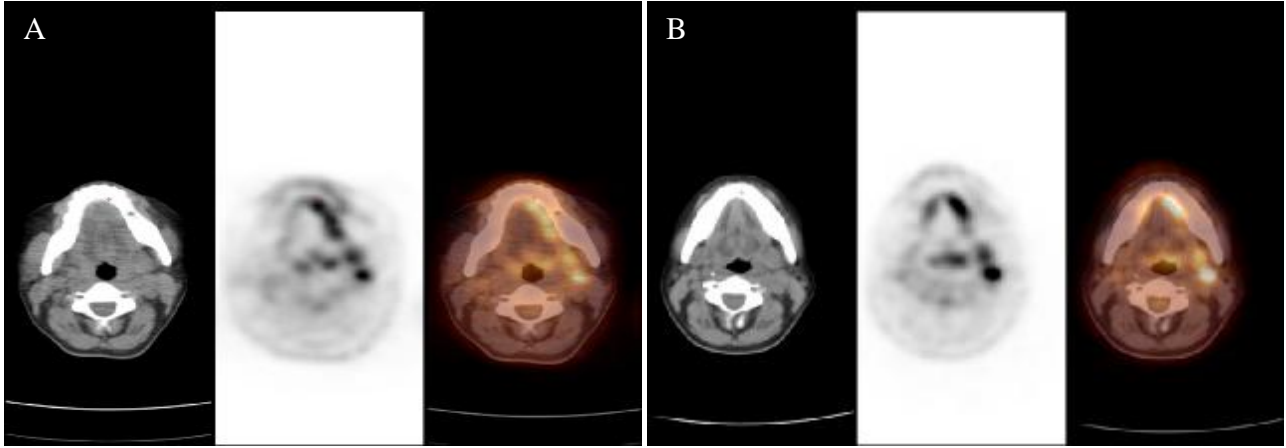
67 yaşında erkek hasta, ağız tabanında SCC. Sırasıyla BT, BT ile atenüe edilmiş PET ve füzyon PET/BT.
